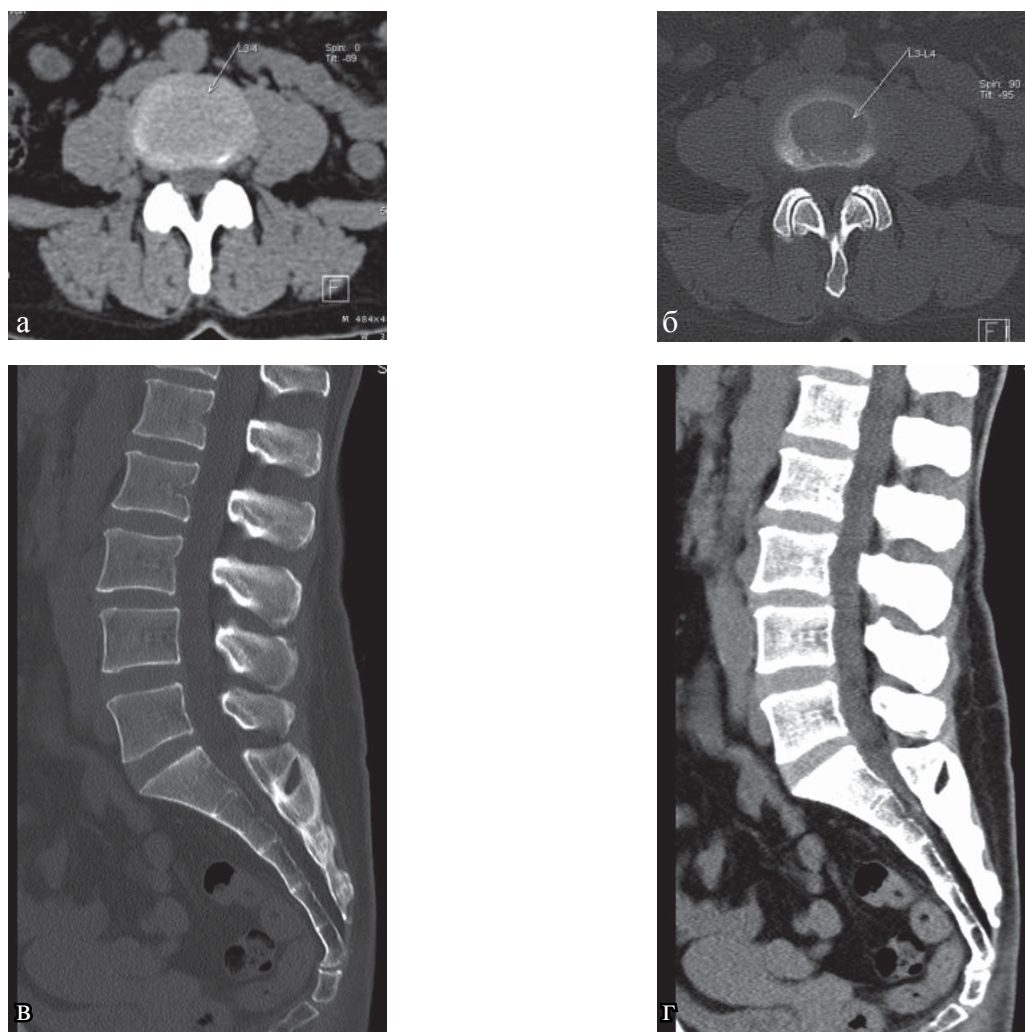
КТ поясничного отдела позвоночника, та же пациентка: а, б — аксиальная плоскость; в, г — сагиттальная плоскость. Определяются остеохондроз поясничного отдела позвоночника I ст., спондилоартроз, передний спондилолистез позвонка L3 I ст
